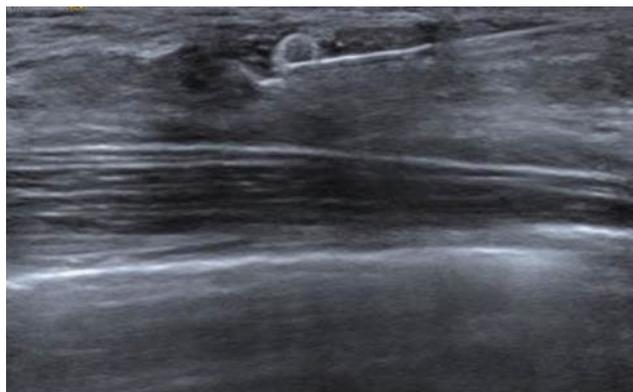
UltraCor™ Twirl™ プレストマーカー 留置例 (超音波画像)
